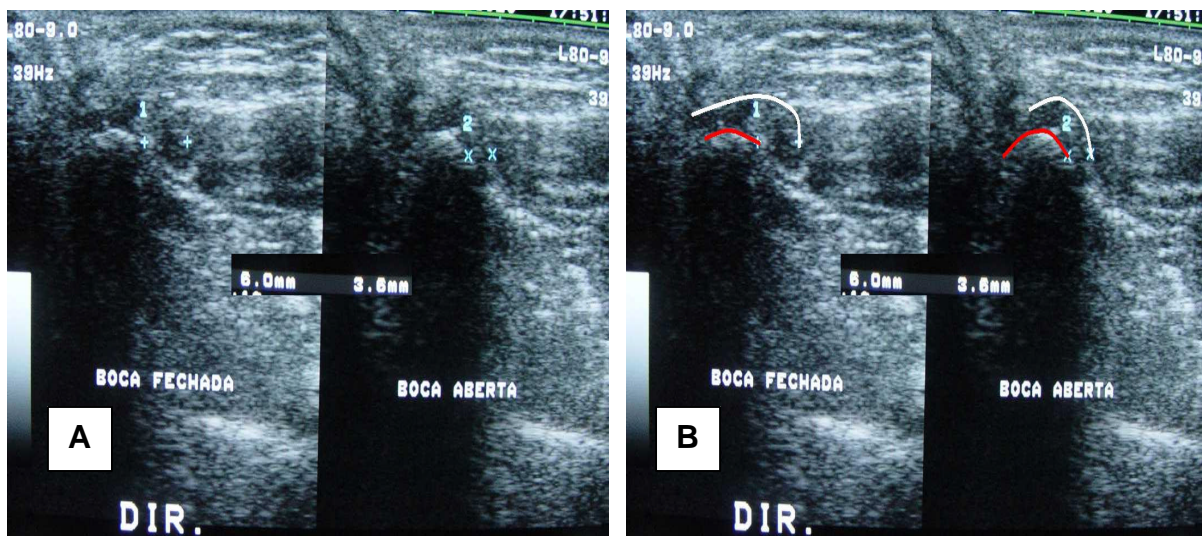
A) Corte axial inclinado de ATM direita com deslocamento anterior do disco com redução (Paciente 13), com as medidas da *distância cápsula anterior-côndilo*, nas posições de boca fechada (1 = 6,0 mm) e aberta (2 = 3,6 mm). O disco deslocado, como mostrado na Figura 6.26, dificultou a tomada das medidas. B) Mesma imagem mostrada em (A), com o contorno da cápsula (branco) e do côndilo (vermelho). A análise da RM mostrada na Figura 6.27 (B) mostrou que as medidas foram realizadas adequadamente
